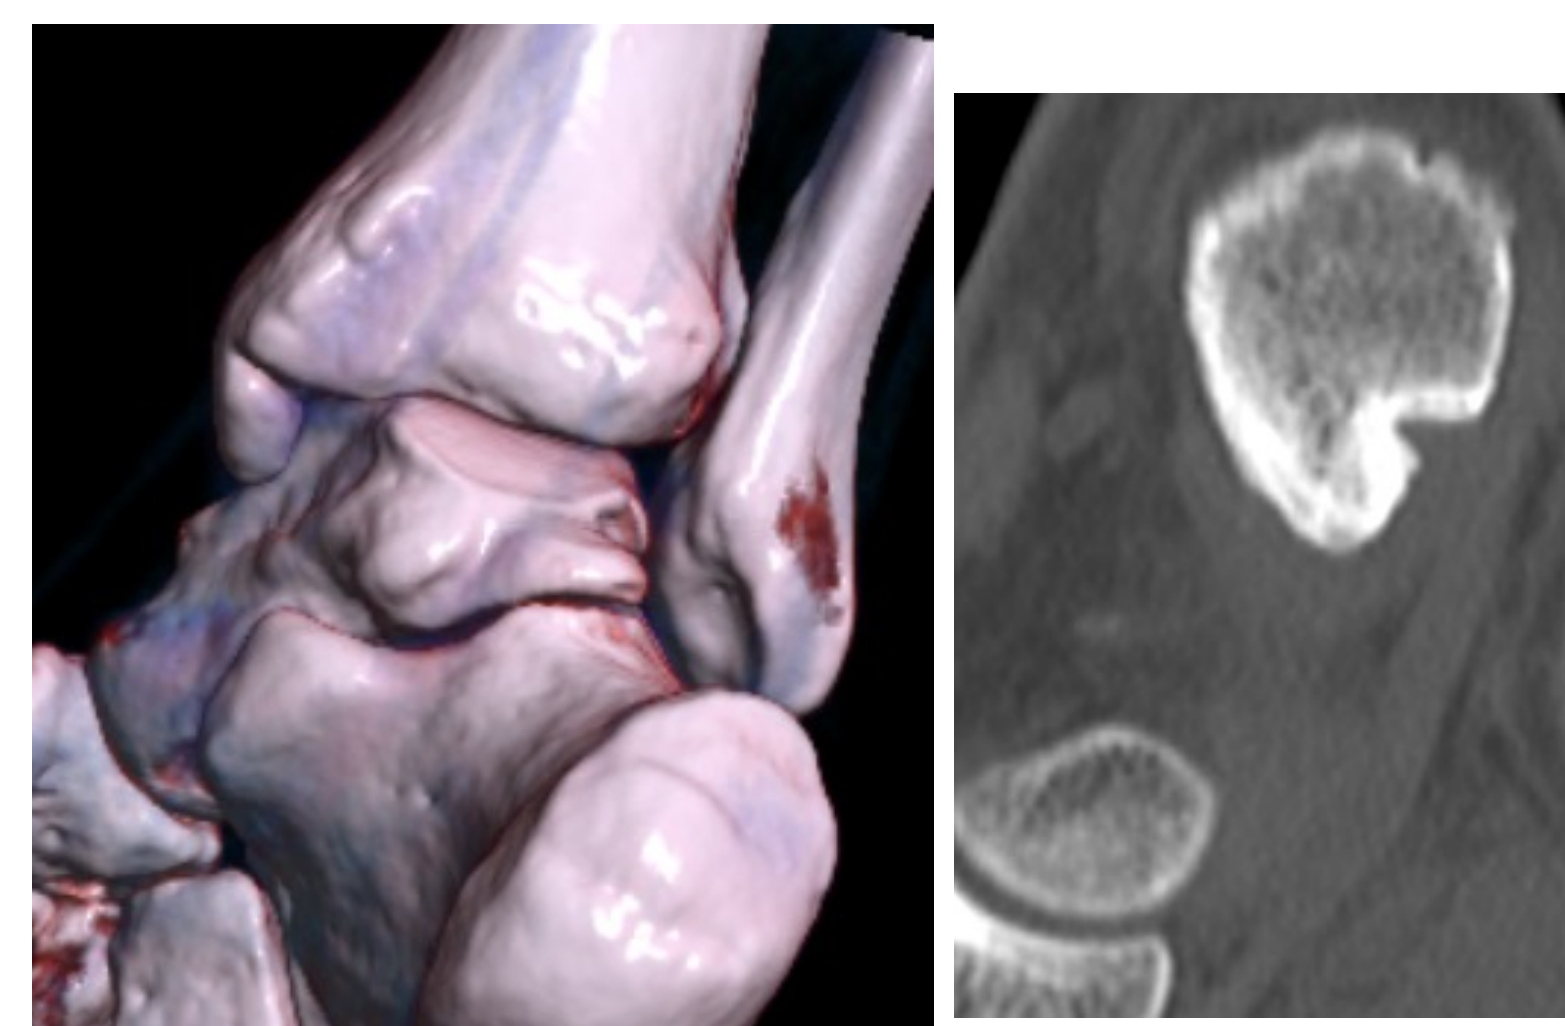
TC con formación de puentes óseos en el foco de pseudoartrosis en maléolo interno de tobillo derecho
